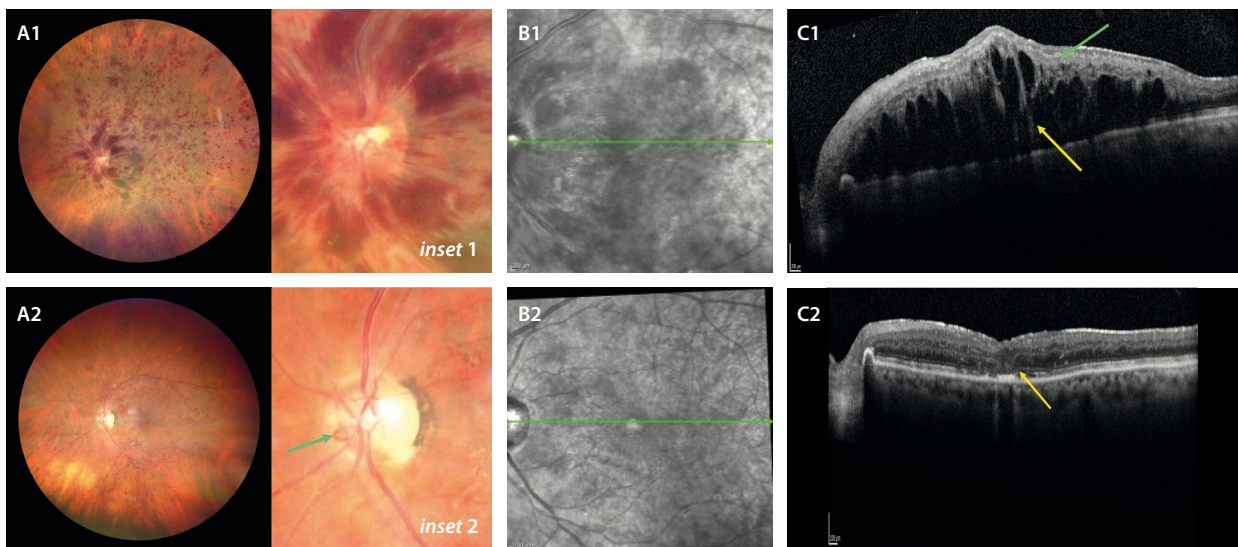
Caso agudo hemorrágico de una oclusión de vena central de la retina. A1) La retinografía muestra características de un cuadro muy agudo, congestivo y oclusivo, dada la gran cantidad de hemorragias profundas peripapilares (*inset 1*) en el polo posterior y en los cuatro cuadrantes, además de exudados algodonesos, que presenta la imagen. B1) La imagen cercana a la infrarroja en el momento agudo muestra una hiporreflectividad generalizada. C1) La imagen de la tomografía de coherencia óptica inicial muestra adelgazamiento y desorganización de las capas internas (flecha verde), así como un engrosamiento de la retina de gran altura y volumen, con quistes hiporreflectivos alargados y una línea hiperreflectiva vertical foveal (flecha amarilla). Estos signos orientan hacia una reoclusión (cambios preexistentes) o un caso de larga evolución. A2) Tras un correcto tratamiento, la retinografía muestra una resolución del cuadro hemorrágico, pero con la aparición de cambios compensatorios, como son las colaterales del nervio óptico (flecha verde, *inset 2*). B2) La imagen cercana a la infrarroja se normaliza. C2) La tomografía de coherencia óptica muestra reducción del volumen y altura del edema, resolución de los quistes, pero evidencia signos de legado atrófico e isquémico, como es la atrofia de las capas externas foveales y, de manera parcheada, a nivel perifoveal.
